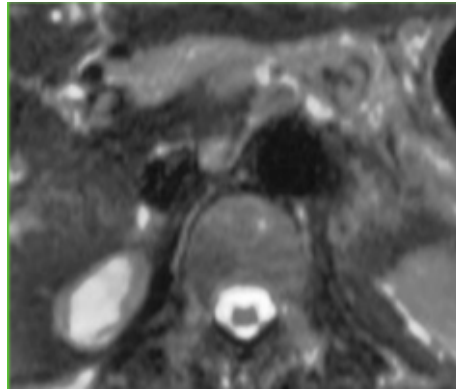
IRM d'un adénome riche en lipide [83]
